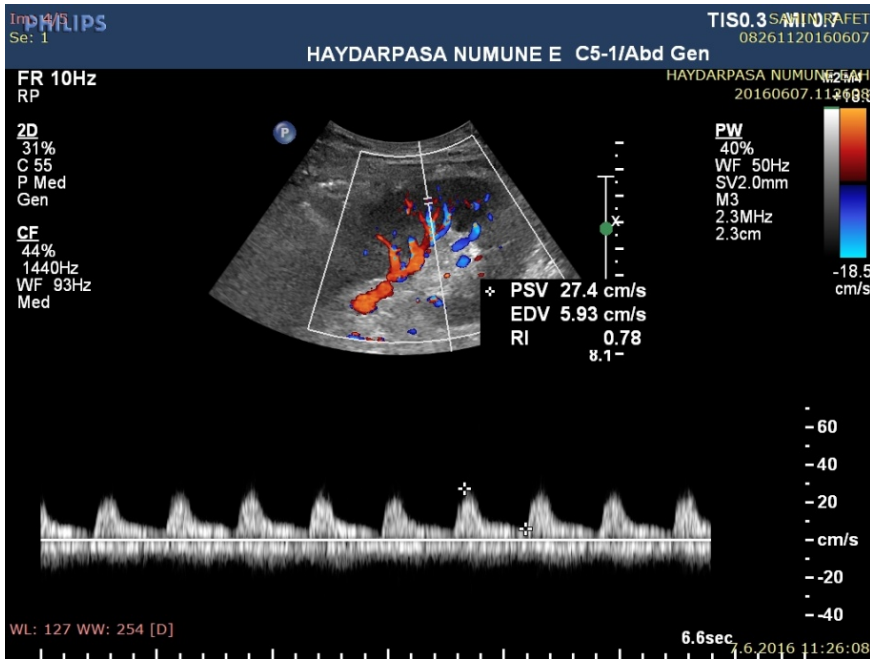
Normal transplant b6bređin ultrasonografik g6r6n6m6. B6bređin y6zeyel yerleřimi nedeniyle ayrıntılı deđerlendirme m6mk6nd6r.
